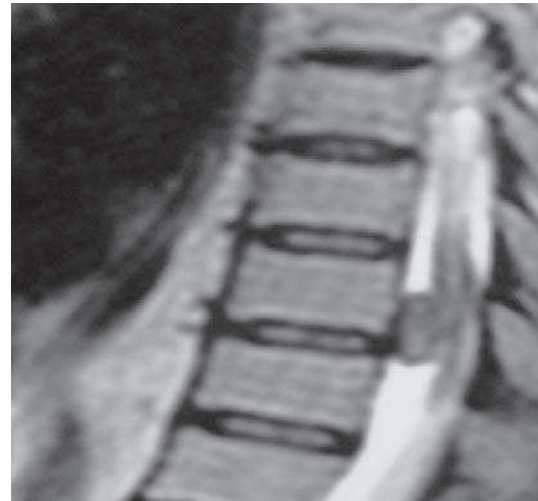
IRM en coupe sagittale : Aspect hyper intense en T2 rehaussé après injection de Gadolinium
